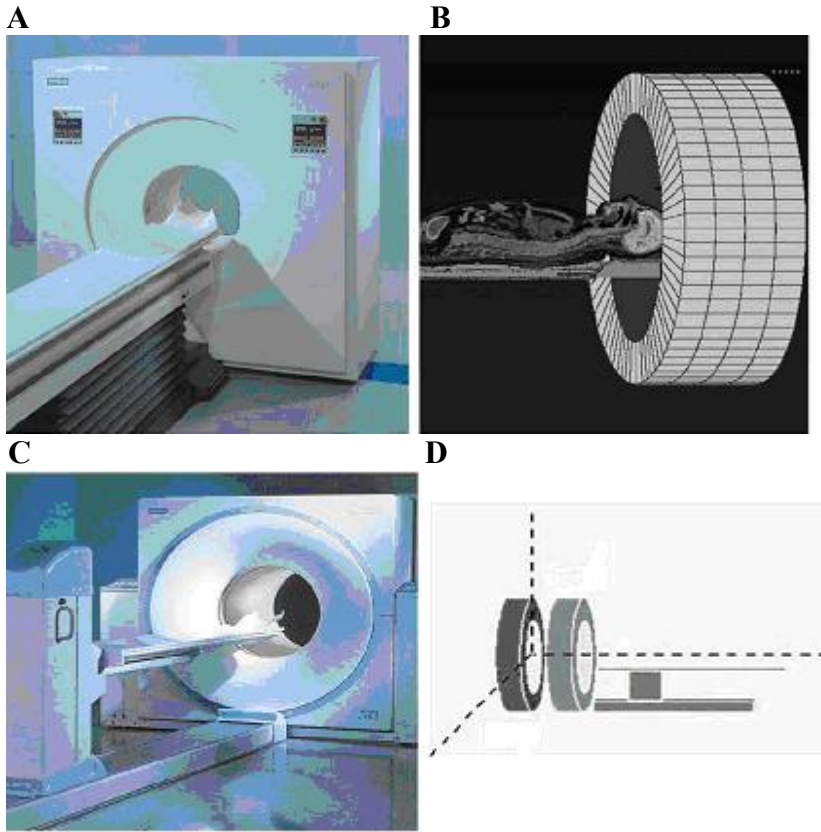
Entegre pozitron emisyon tomografisi ve bilgisayarlı tomografi sistemlerinde transmisyona görüntüleri X-ışın kaynağı ile oluşturulduğu için yüksek çözünürlüklü morfolojik görüntüler elde edilir. Bu görüntüler hem emisyon görüntülerindeki attenüasyonu düzeltmede kullanılır, hem de emisyon görüntüleri ile çakıştırılarak lezyon lokalizasyonuna yardım amaçlı kullanılır (55).
